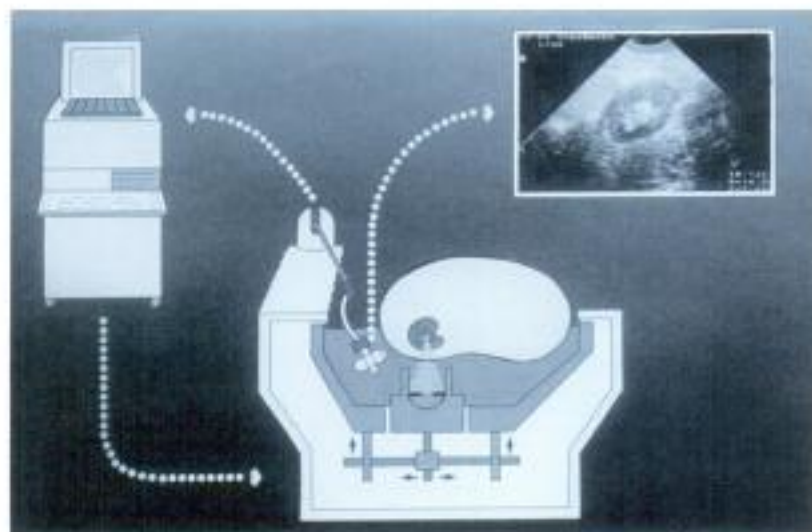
Principe de fonctionnement d'un lithotriateur extracorporel. Repérage du calcul par échographie; calcul par l'ordinateur de la position de la pierre; déplacement du générateur d'ondes de choc.
